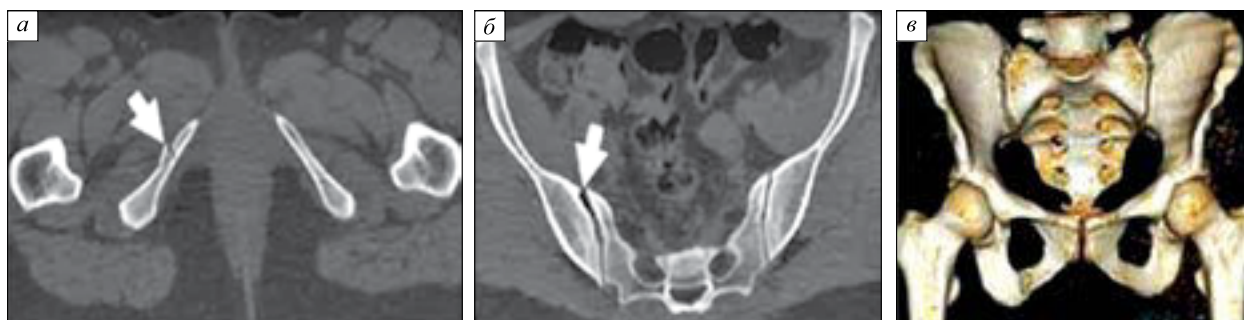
Компьютерные томограммы костей таза, переломы подтипа LC-I. Перелом ветвей седалищной кости, перелом вертлужной впадины, перелом крестца и разрыв крестцово-подвздошного сочленения справа (стрелки): а, б — аксиальная проекция; в — трехмерная реконструкция изображения
